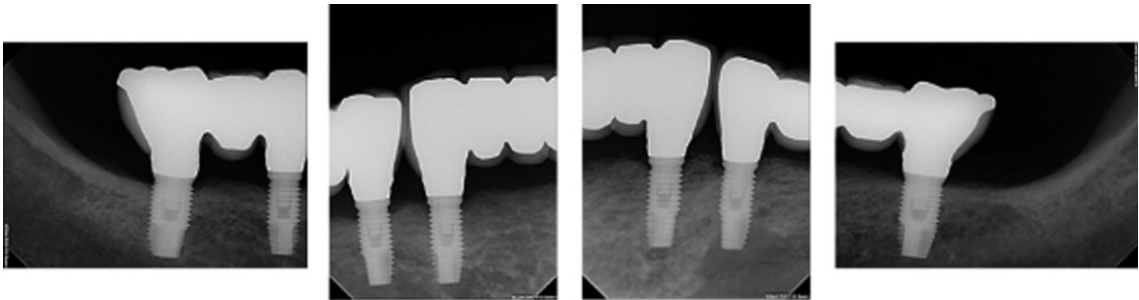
Periapical view of the screw-retained fixed restoration.
